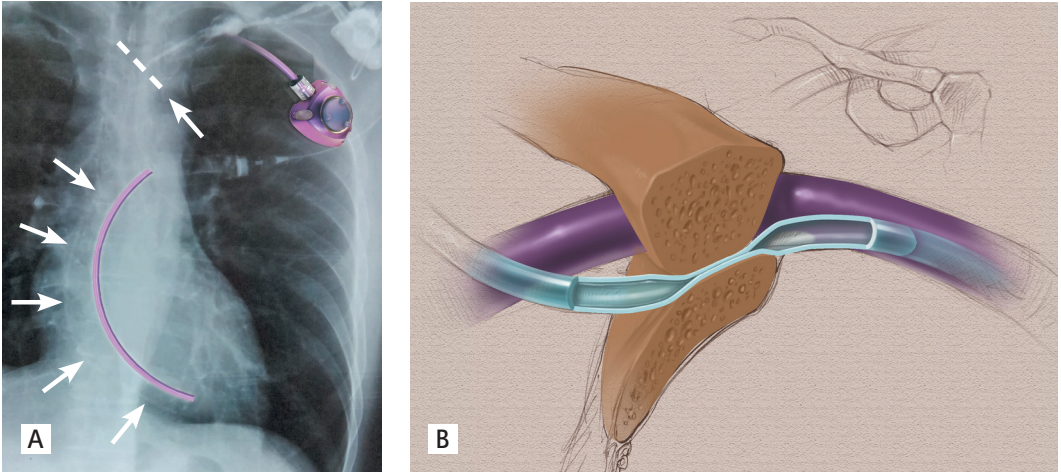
А. Отрыв катетера (обозначен с помощью рисунка и стрелками на рентгеновском снимке). В. Полный перегиб катетера (pinch-off синдром)
